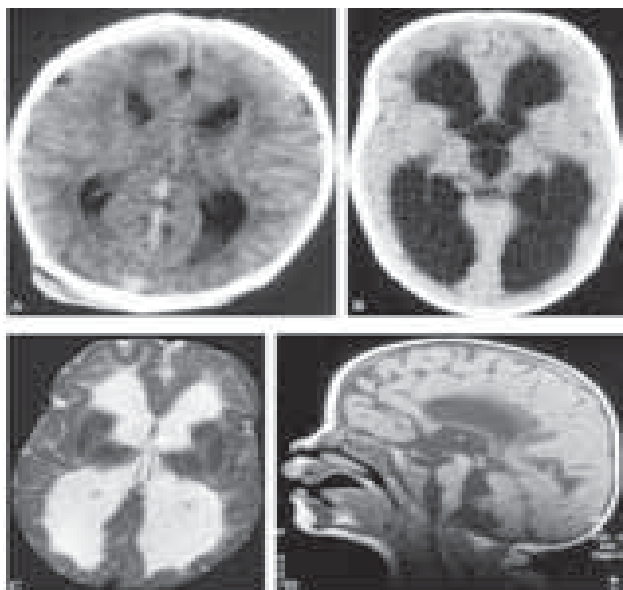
MRI scan image: note hypogenesis of the corpus callosum, hypoplastic cerebellum, gyral abnormality (*Proc. Japan. Acad., 81, ser. B 2005*)
